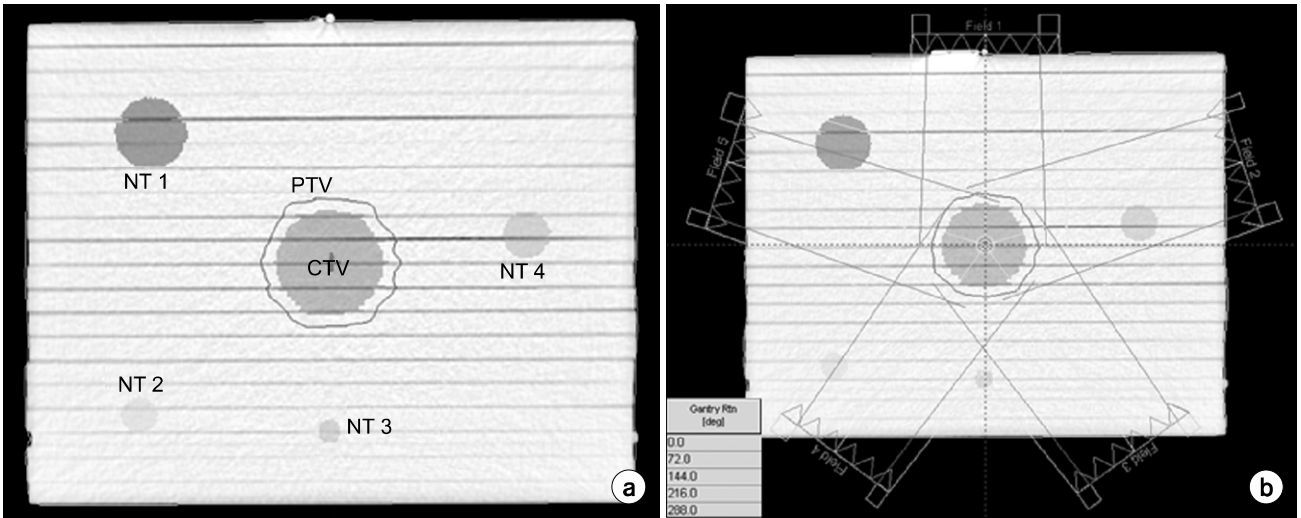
Clinical target volume in phantom CT image (a) and planed gantry angles (b).
